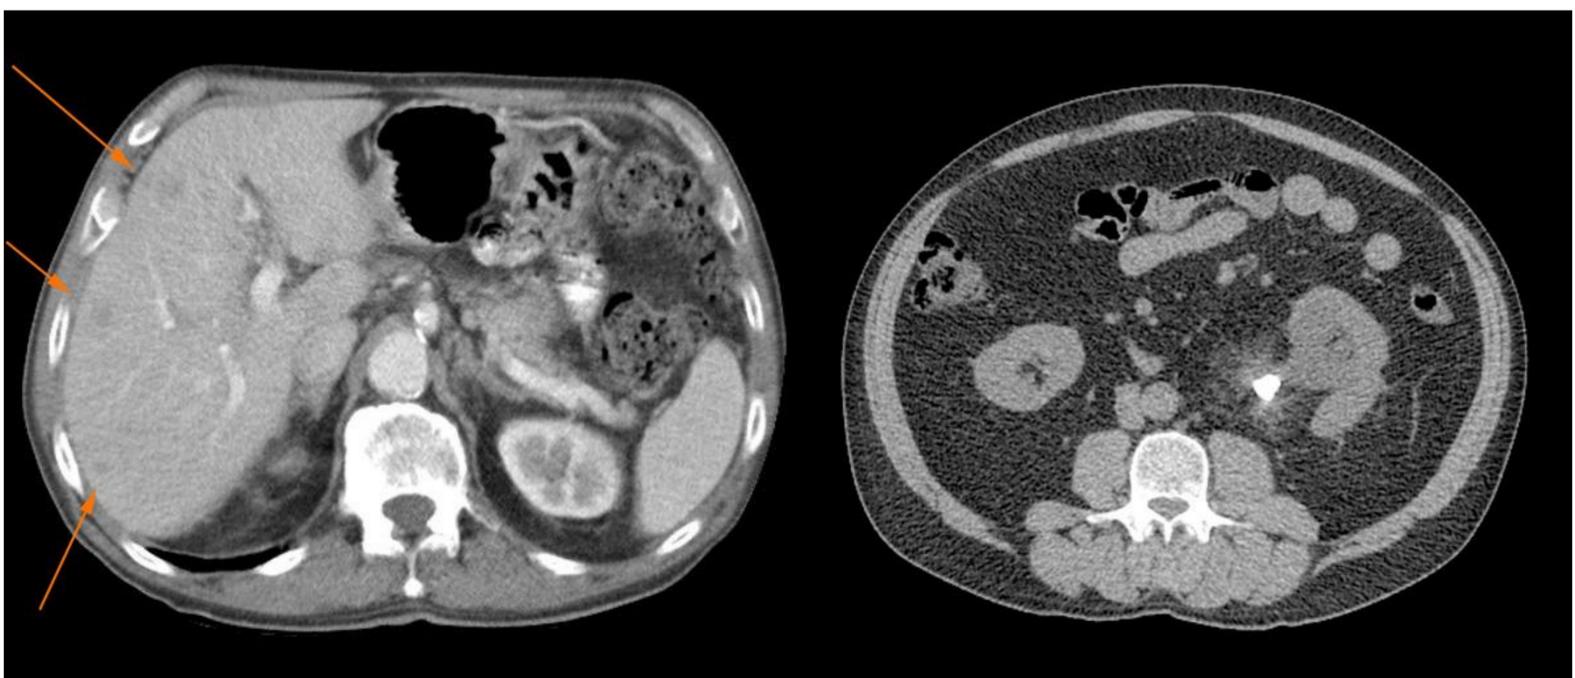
Importancia de seleccionar un nivel apropiado de calidad de imagen. Izqda: TC abdominal de alta calidad en paciente con neoplasia de sigma conocida: sutiles lesiones hepáticas (flechas) que podrían haber pasado desapercibidas en un estudio con mayor ruido. Dcha: Estudio abdominal de baja dosis en paciente con cólico renal persistente: se identifica con claridad la litiasis ureteral izquierda; mayor dosis no hubiera supuesto una diferencia diagnóstica.
